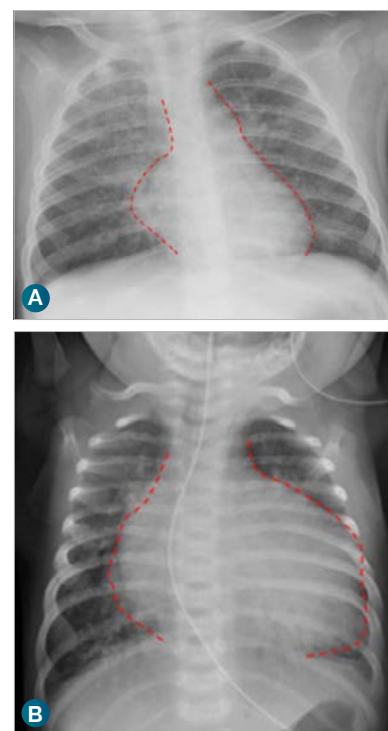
Radiographie du thorax en vue antéropostérieure montrant :
